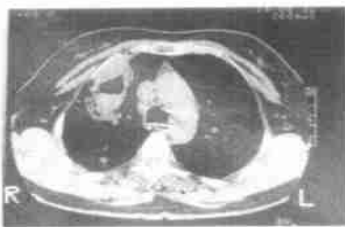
肺结核空洞 CT 像 WW 300HU, WL 50HU
